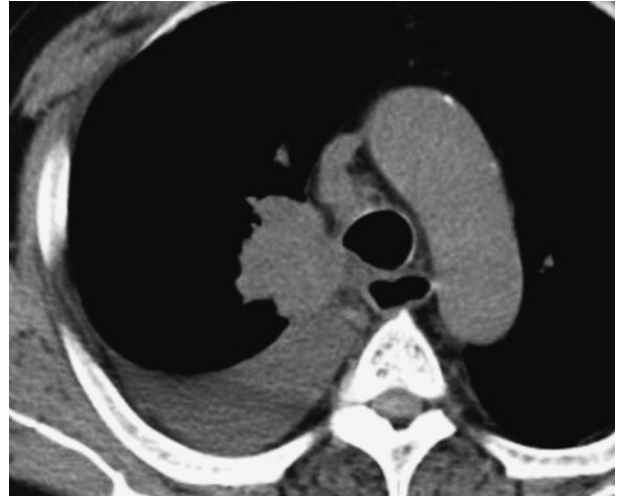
Chest computed tomography (CT) performed on the initial visit showing a right hilar mass and pleural effusion.
